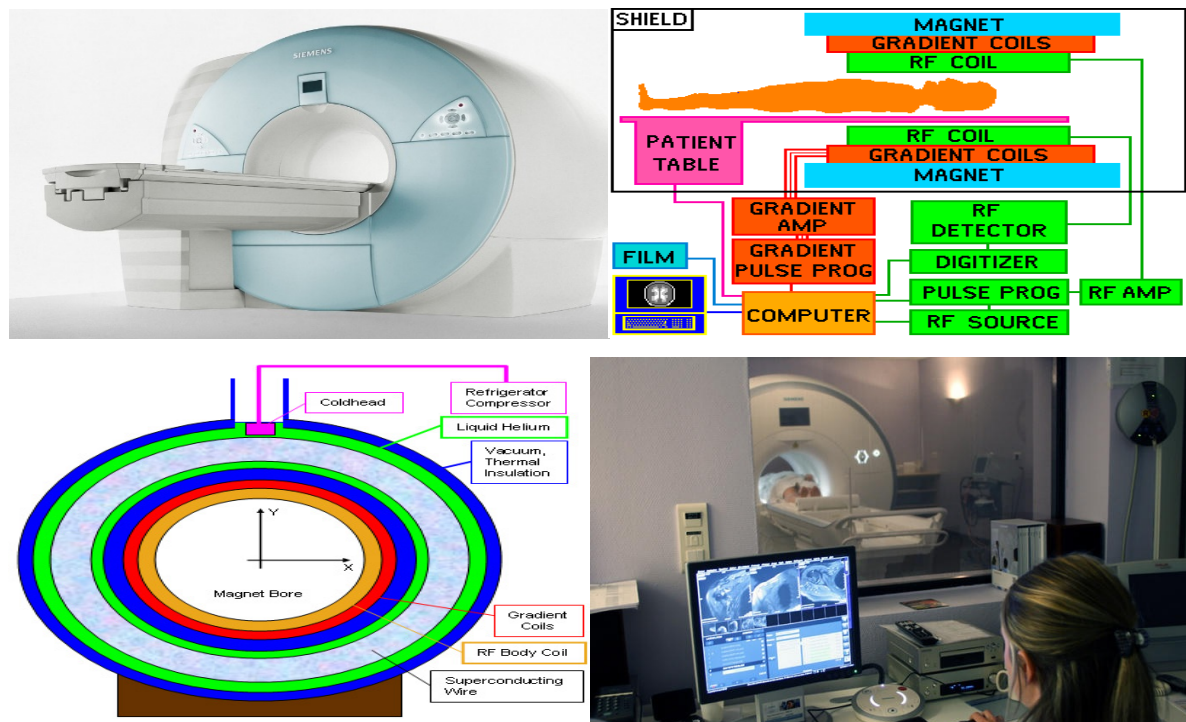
l'appareil IRM, (a) Scanner IRM de 1.5 T, (b) Coupe d'un scanner IRM [17].
